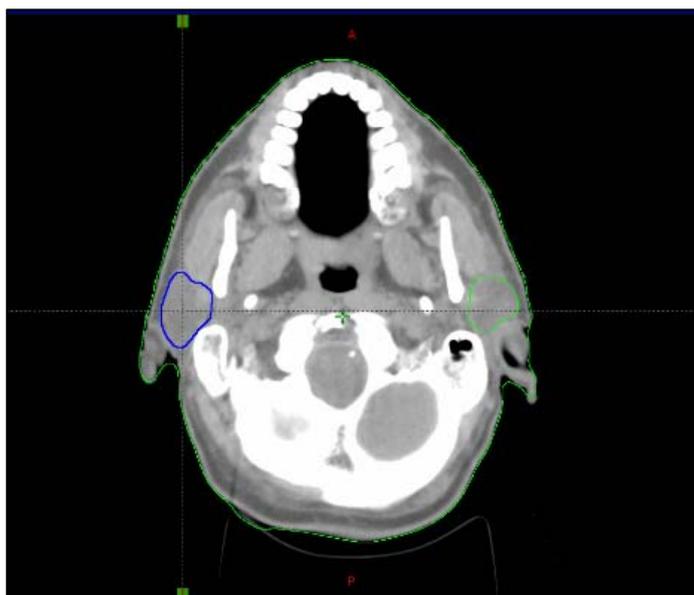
Delineamento das glândulas parótidas em corte de tomografia computadorizada.
